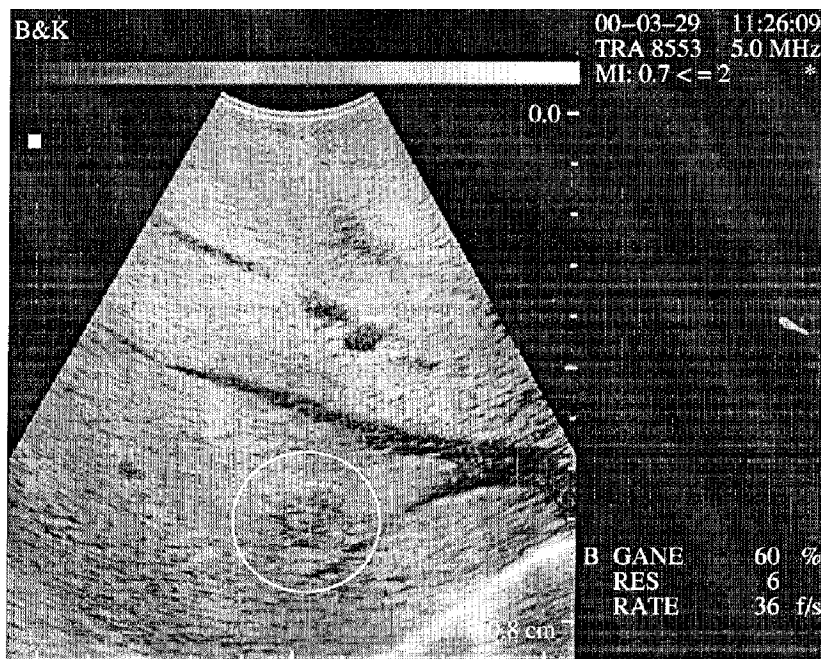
ИОУЗИ. Метастаз колоректального рака в печень размером 12 мм, не выявленный на этапе предоперационного обследования с использованием лучевых методов диагностики.
